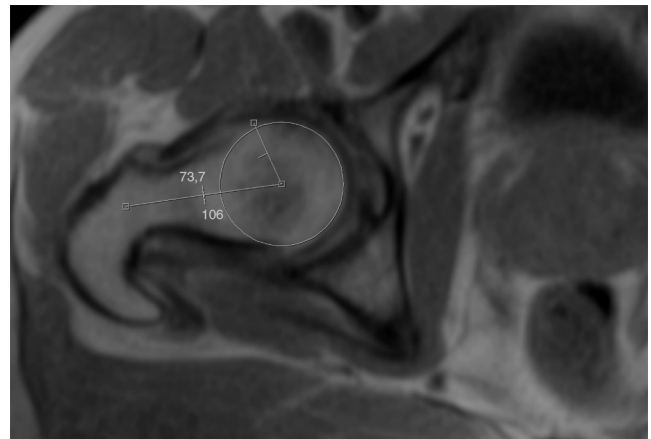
Resonancia nuclear magnética: medición de ángulo α : 73°. Cambio quísticos en la unión cervicocefálica llamados fositas del cuello femoral. Islole óseo en cabeza femoral.
